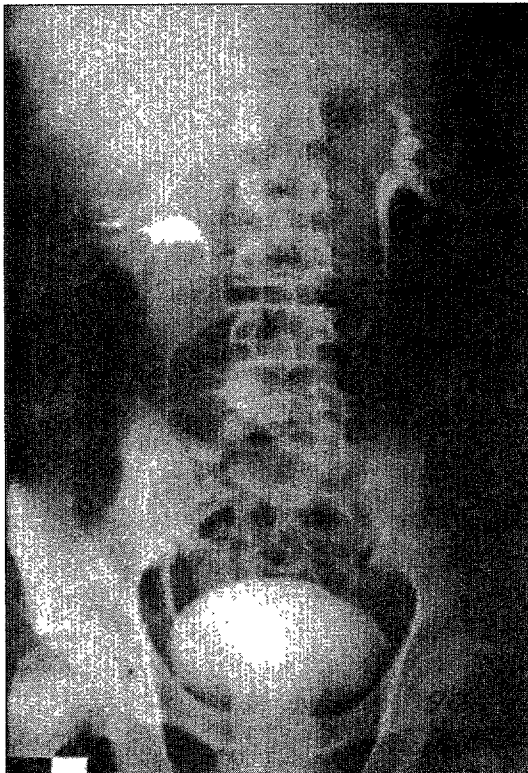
On post-CT KUB, upper calyces were displaced downward, but extravasation was not visible.
